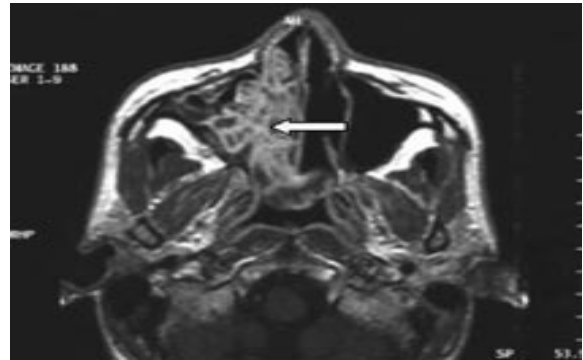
Coupe IRM axiale pondérée spin écho T1 après injection de gadolinium (43).
